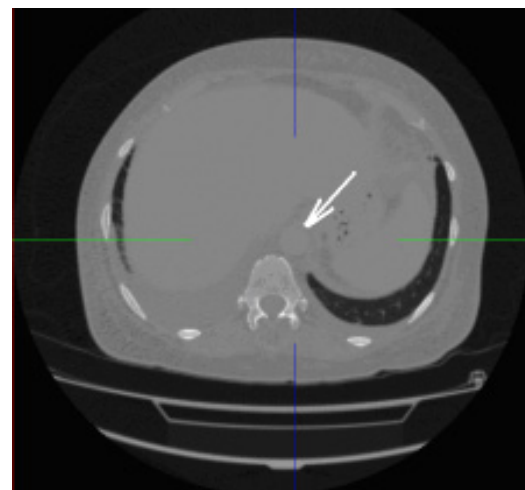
Томографический срез с аортальным отверстием
